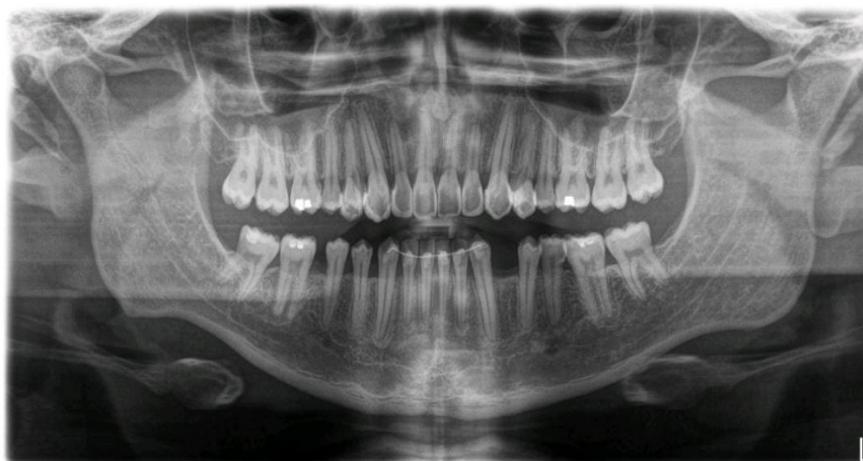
Radiografia panorâmica final (A)
